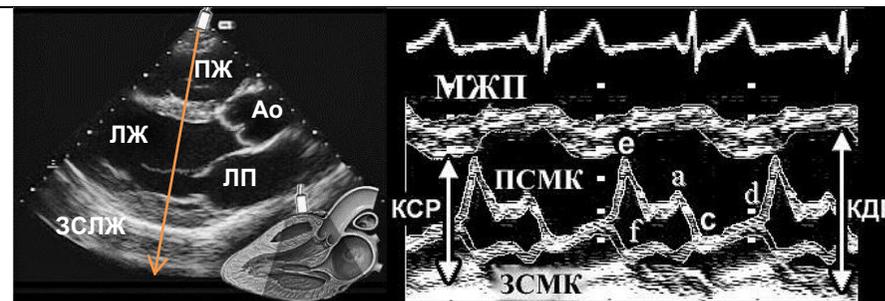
Эхокардиография (парастеральная длинная ось): В-режим (слева) и М-режим (справа). М-режим отображает смещение во времени структур, расположенных вдоль выбранной на В-режиме линии. На представленном изображении она проходит через створки митрального (левого атриовентрикулярного) клапана. ПЖ — правый желудочек; ЛЖ — левый желудочек; Ао — луковица аорты; ЛП — левое предсердие; ЗСЛЖ — задняя стенка левого желудочка; МЖП — межжелудочковая перегородка; КСР — конечно-систолический размер ЛЖ; КДР — конечно-диастолический размер ЛЖ; ПСМК и ЗСМК — передняя и задняя створки митрального клапана, соответственно.
